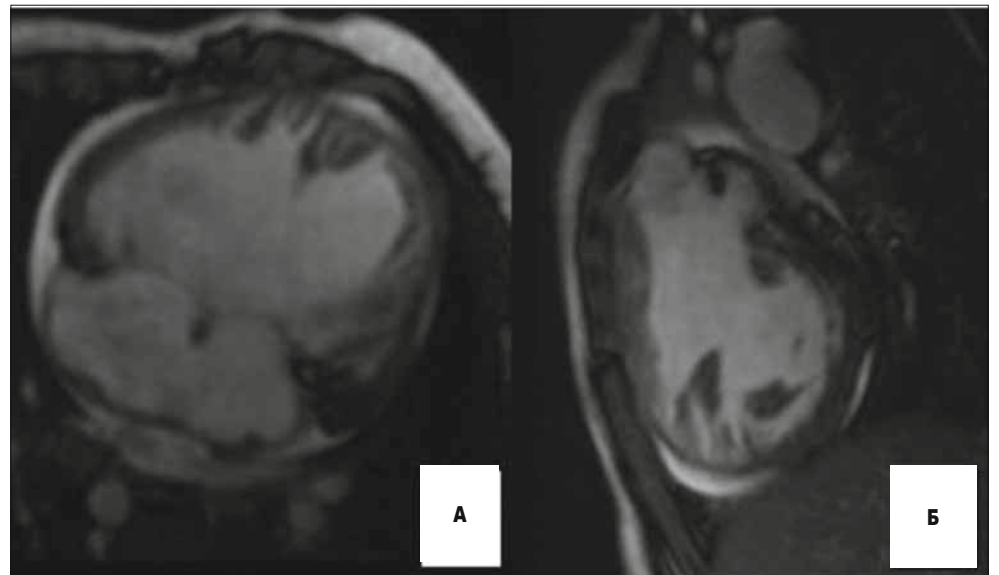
Дитина, 1 р. Повна АВК. МРТ, SE-зображення в аксіальній (А) та косій сагітальній площині (Б)
